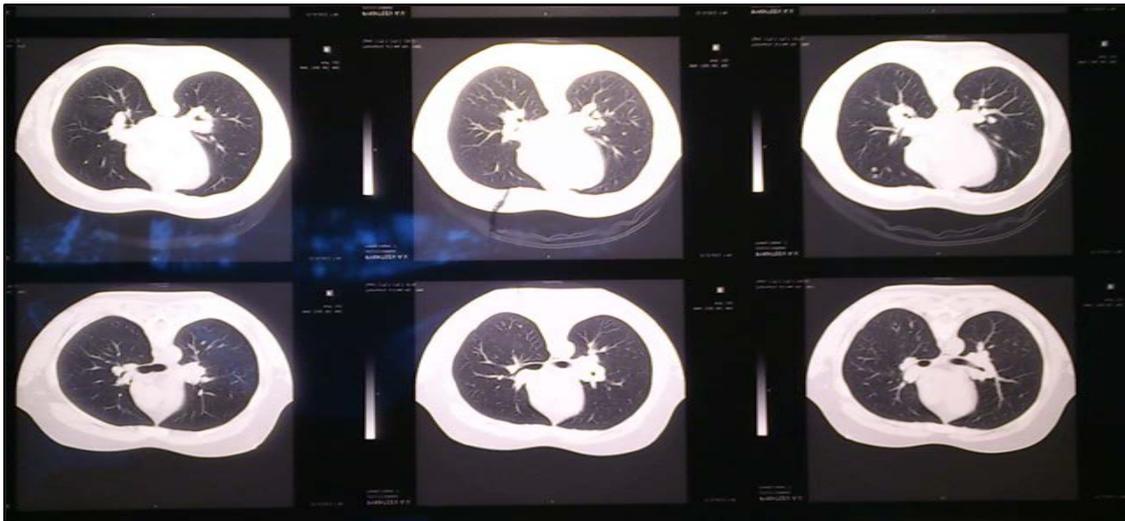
Томограммы органов грудной клетки при саркоидозе.
